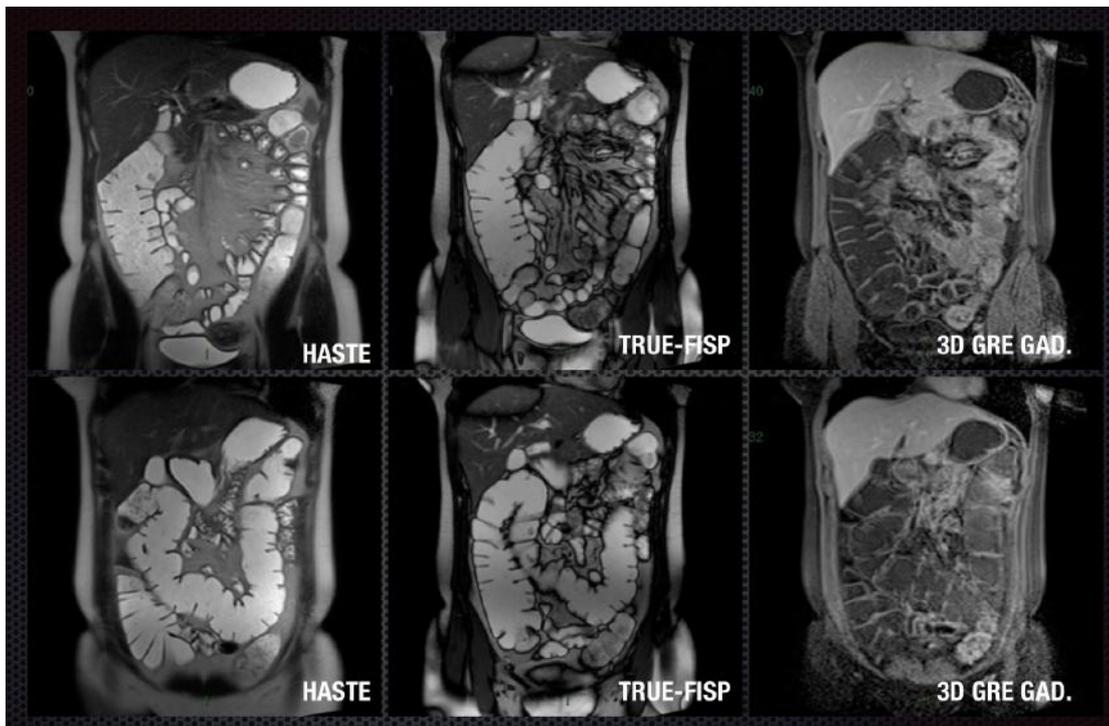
Imagens de enterorressonância normal no plano coronal. Notar distensão de alças intestinais por solução de polietilenoglicol, hiperintensa em imagens ponderadas em T2 (HASTE e TRUE-FISP) e hipointensa em sequencias ponderadas em T1 com saturação de gordura, pós-contraste endovenoso (3D GRE GAD).
